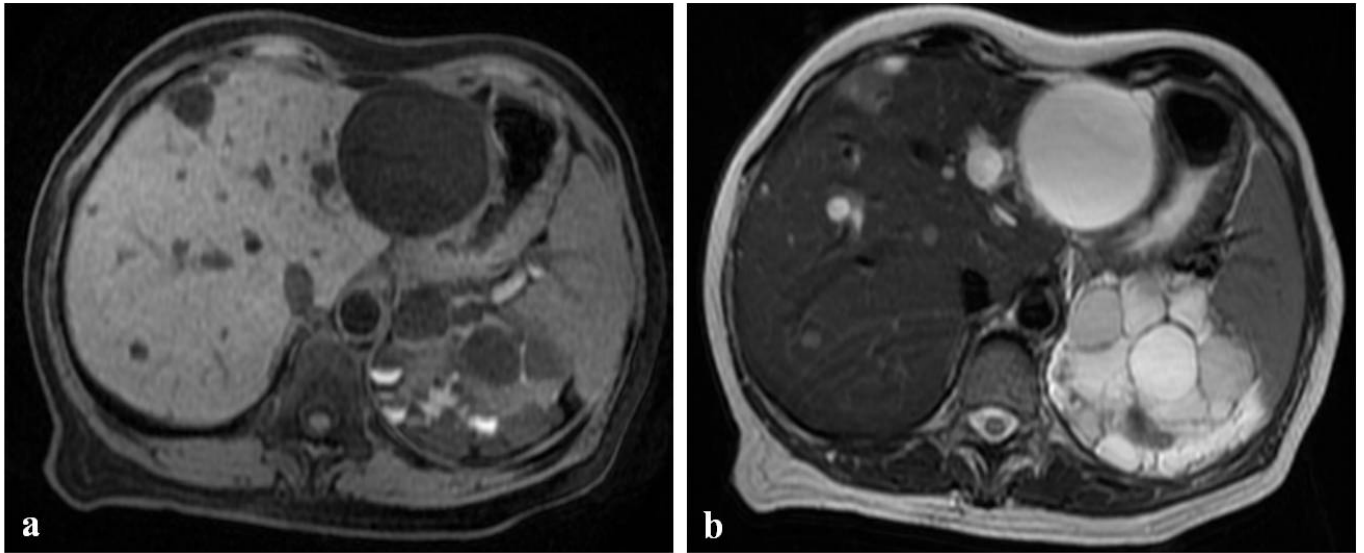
Paziente con Policistosi epato-renale. Nelle immagini RM si osservano alcune formazioni cistiche nel parenchima epatico, la più voluminosa posta in corrispondenza dell'ala epatica; si associano multiple cisti al rene sinistro, alcune delle quali con livello fluido-fluido e segnale iperintenso in T1 come per contenuto ematico/iperoiproteico (a); tali lesioni appaiono iperintense in T2 (b).
